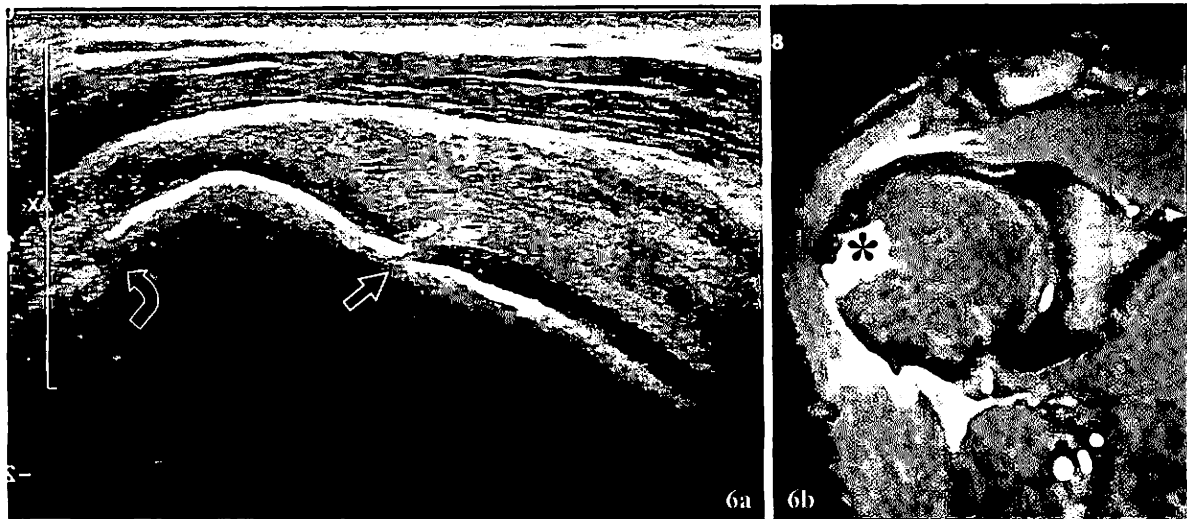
Fracture du tubercule majeur. 6a coupe longitudinale obtenue sur le tendon supraspinatus avec 6b corrélation IRM fast STIR montrant une déformation en marche d'escalier de l'os cortical au niveau du col anatomique (flèche droite) et au niveau de la face latérale du tubercule majeur (flèche incurvée) correspondant à une fracture non déplacée. 6b : observez la zone en hypersignal (astérisque) dû à l'œdème médullaire. Cette fracture n'était pas manifeste radiographiquement.
